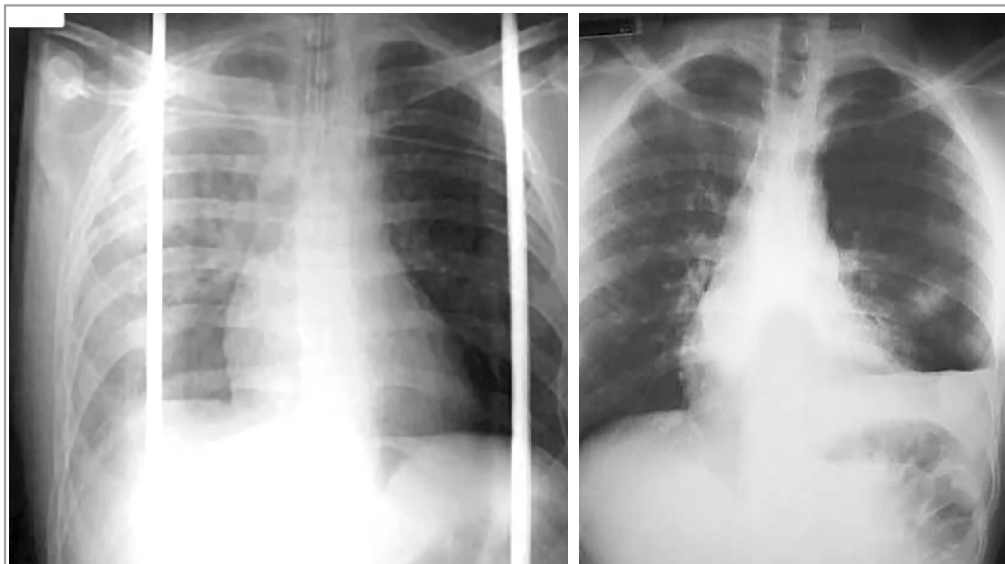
Radiografía de tórax. A la izquierda, imagen en decúbito de paciente con hemotórax derecho. A derecha radiografía PA de tórax en paciente con hemoneumotórax izquierdo.
